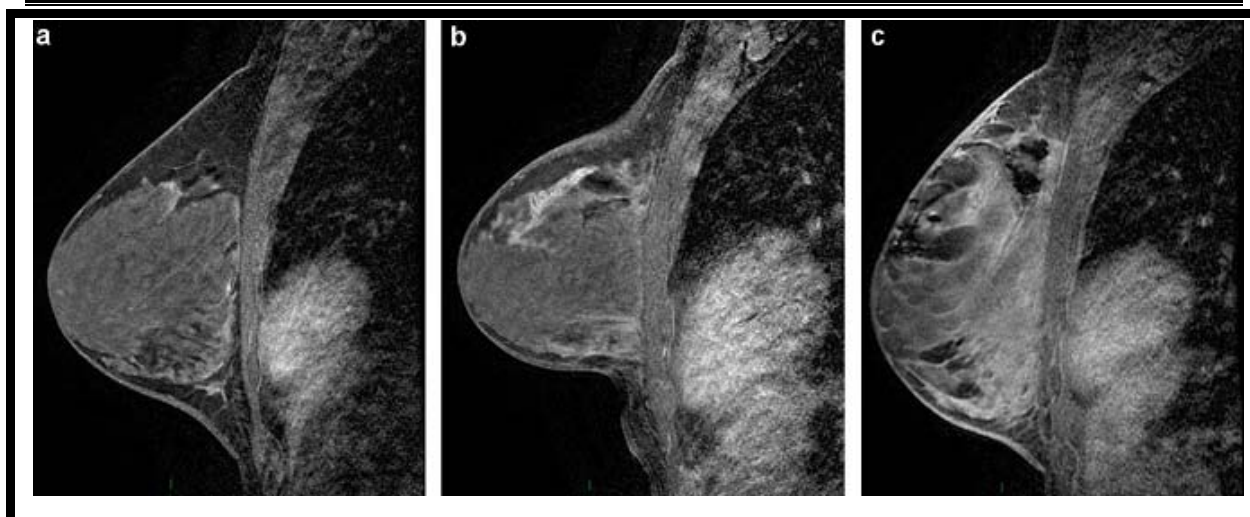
a : IRM de dépistage en 2010 patiente BRCA2 ; b : IRM de dépistage : Apparition d'un rehaussement segmentaire étendu, pas de traduction en mammographie et échographie, décision de biopsie sous IRM 2 sites ; c : IRM contrôle des deux cavités après biopsie, diagnostic de carcinome canalaire in situ de haut grade.
